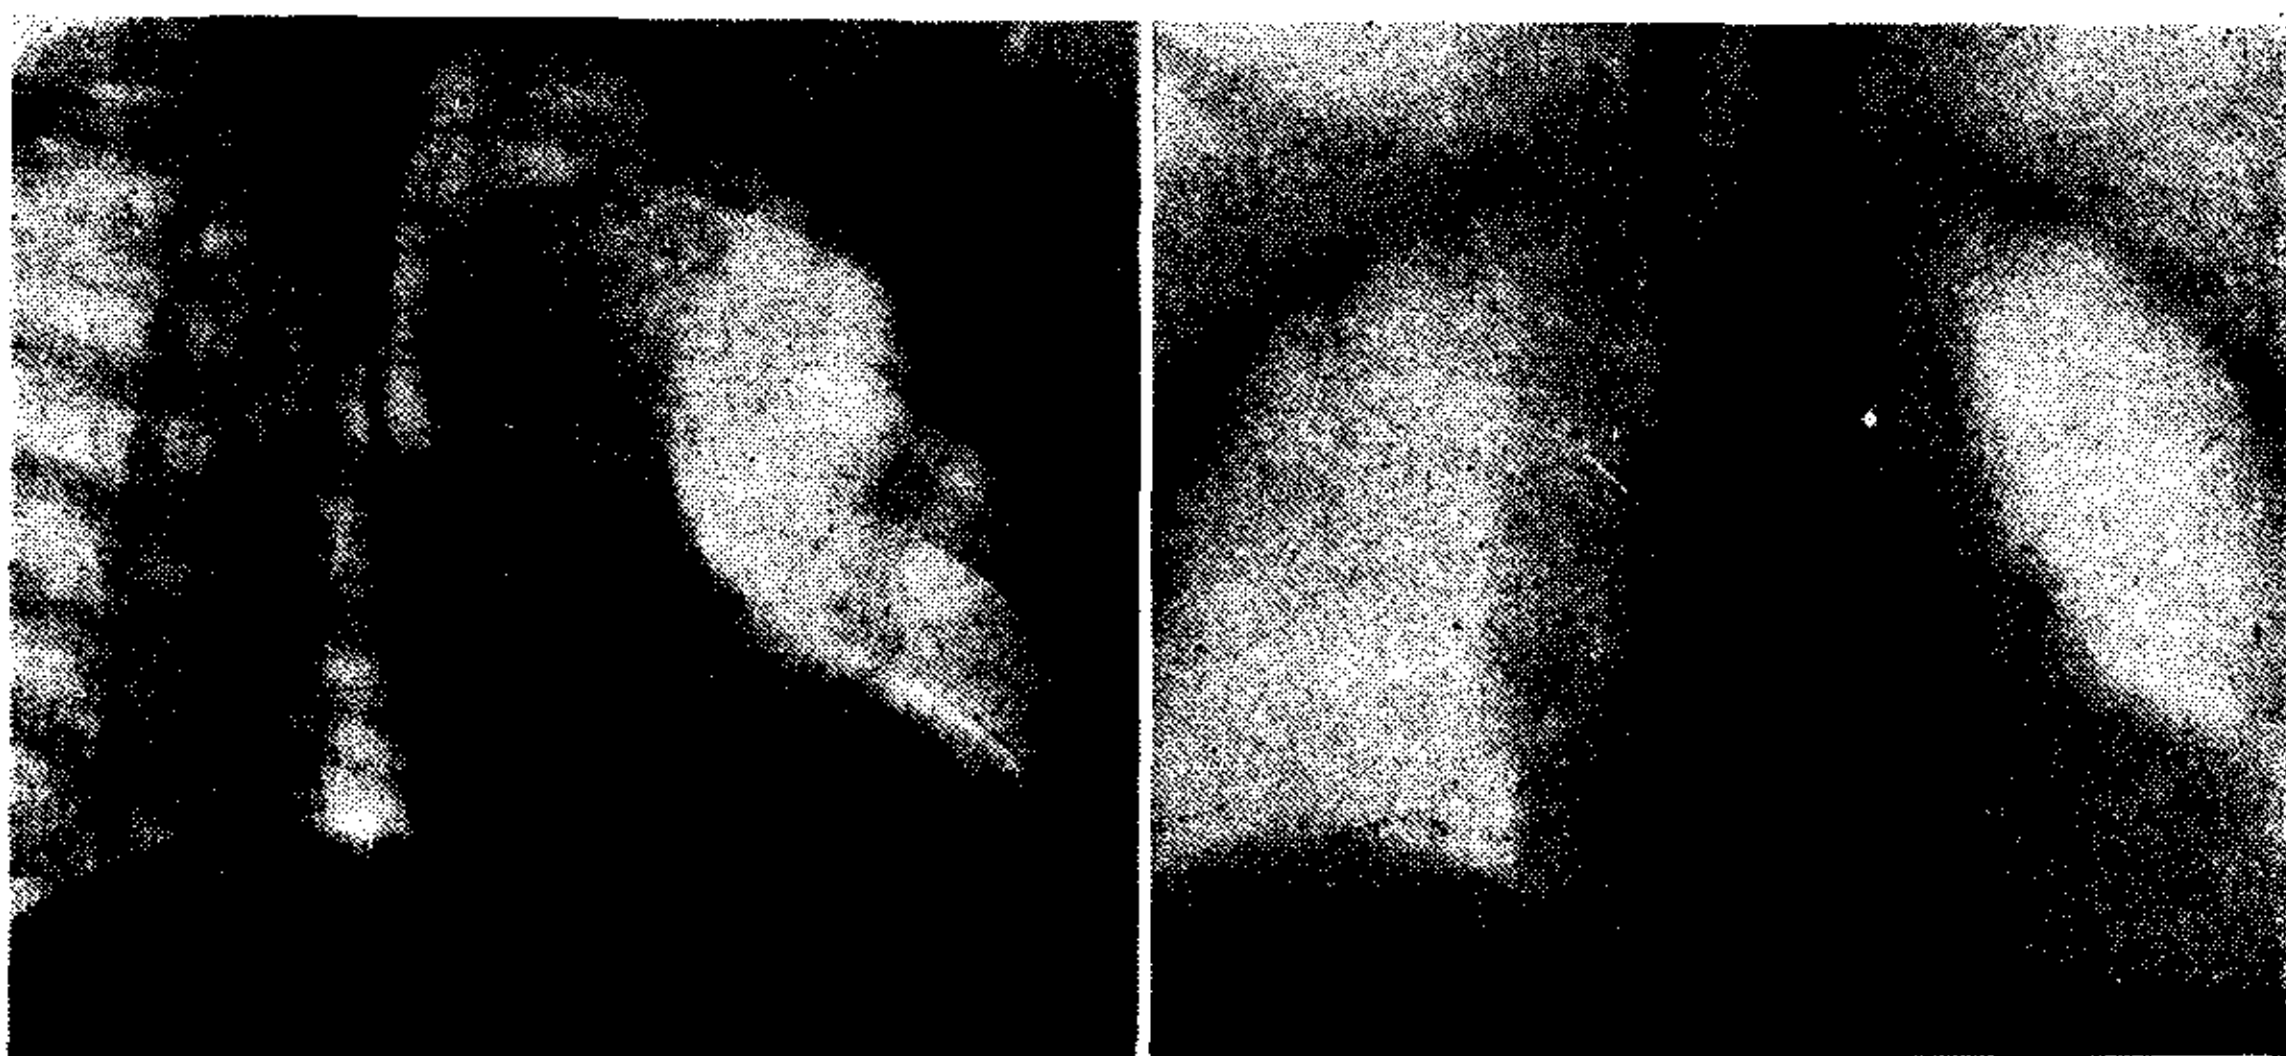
a) Radiografía en O.A.D. b) Tomografía
